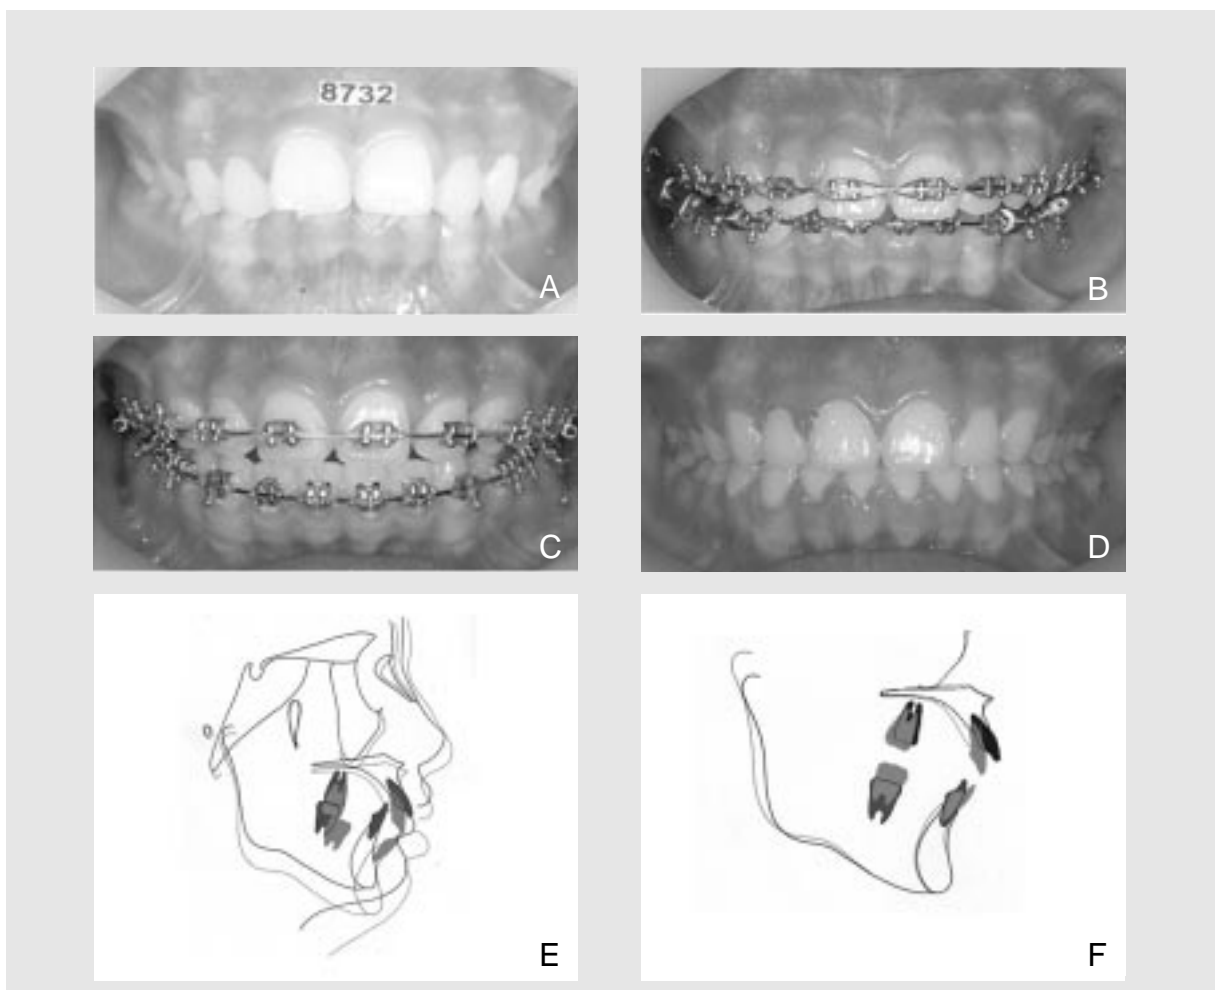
Twin force를 사용하여 II급 관계를 개선한 증례. A, 치료전 구강내 사진; B, Twin force 장착 사진; C, 절단교합 관계로 과수정된 상태; D, 치료후 구강내 사진; E와 F, Twin force 적용 전후 두부측방사선사진 중첩. 상악 절치와 하악 대구치 정출에 따른 교합평면의 전하방 회전이 관찰된다. 왕성한 하악 수직 성장을 보여 하악의 후하방 회전은 일어나지 않았다.
